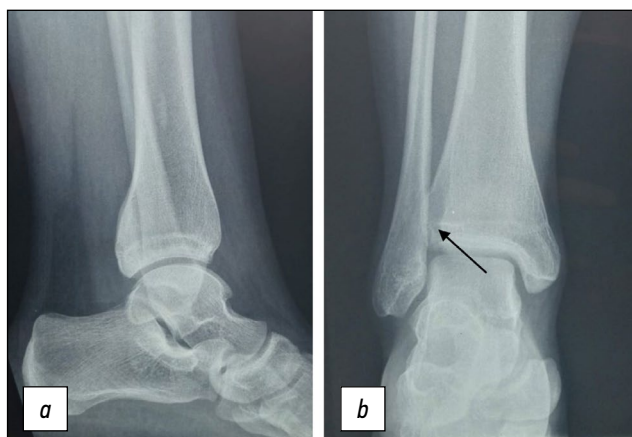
(а, б). Рентгенограммы пациентки А.А. в прямой и боковой проекции. Перелом переднего бугорка правой большеберцовой кости со смещением.
